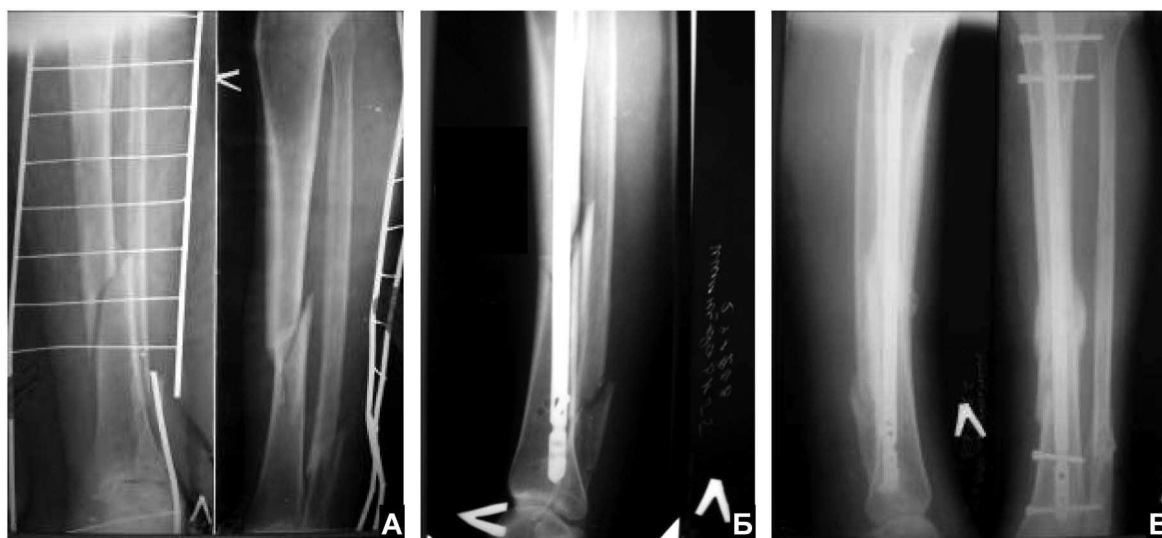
Рентгенограммы больной И., 55 лет: А – при поступлении; Б – после операции; В – через 2 месяца после операции.
